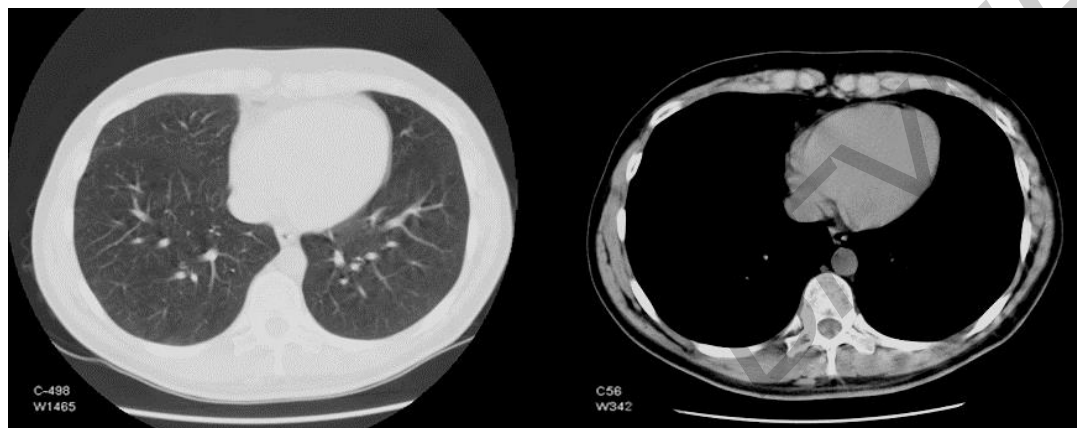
КТ-скан (срез) грудной клетки в легочном (слева) и мягкотканом (справа) окнах
